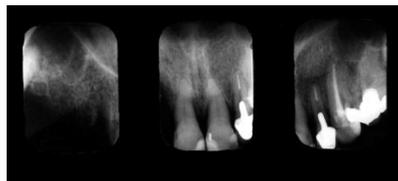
49. Radiografía periapical. (De la autora)
